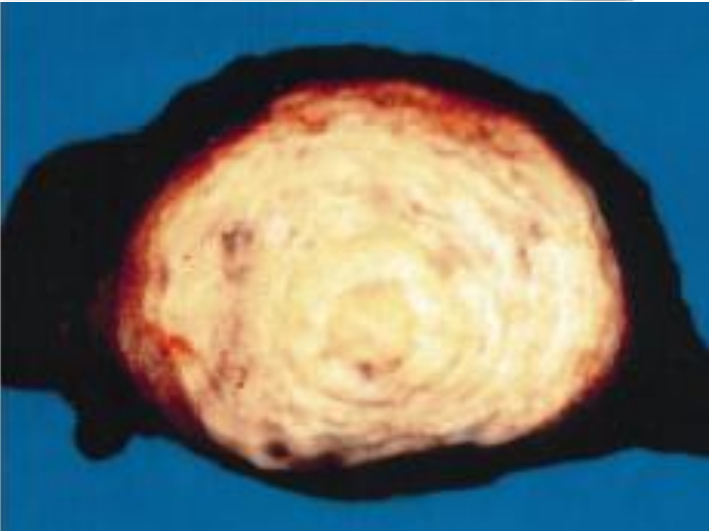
Histoplasmosis; Hombre asintomático de 50 años el acercamiento por TC del pulmón izquierdo muestra un NPS de márgenes bien definidos lisos, el estudio del espécimen demostró la calcificación central y las laminas de tejido fibroso características de histoplasmosis.³
